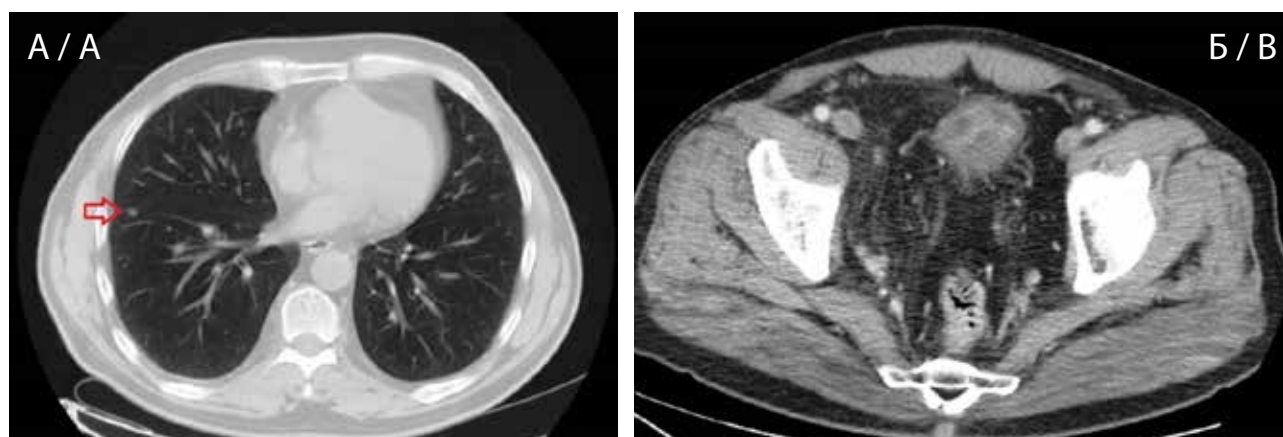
КТ органов грудной клетки: А — стрелкой показан метастатический очаг в 8 сегменте правого легкого, Б — опухоль мочевого пузыря без признаков инвазии в окружающие ткани, устья мочеточников; метастатическое поражение подвздошных л/у с двух сторон
